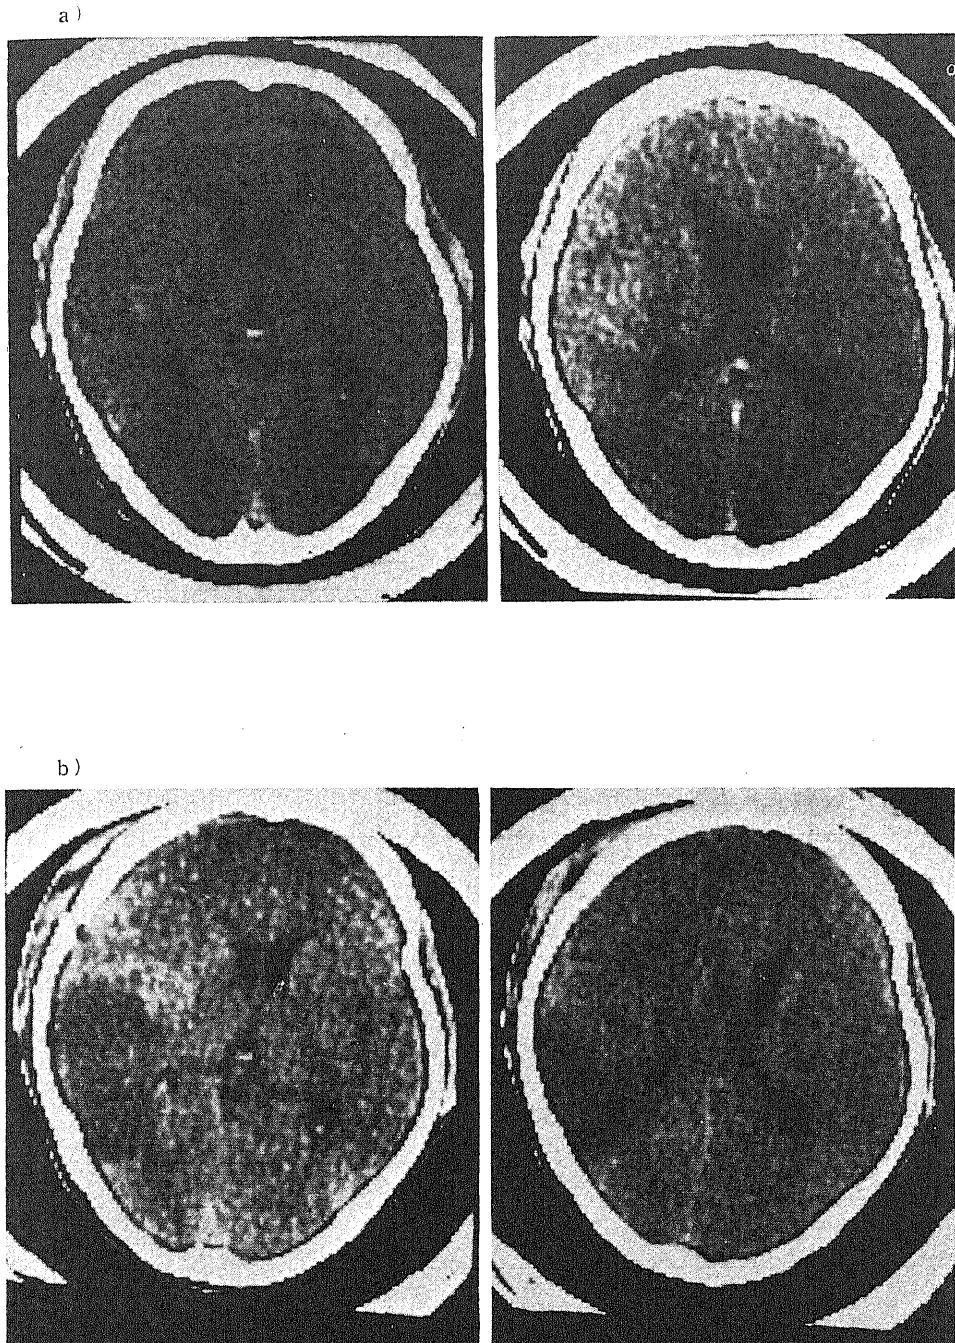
症例16, 全般性攣縮発生後の CT. a: 左内頸-後交通動脈瘤破裂後7日目, 頭蓋内圧は低く, その発生初期と考えられた時期. 明らかな異常所見は認められない. b: 出血11日目, 頭蓋内圧が約 25mmHg に上昇した時期. 左側頭頭頂葉に低吸収域および左側脳室の圧排変形や正中構造の右方偏位等の mass effect の所見が認められる.
